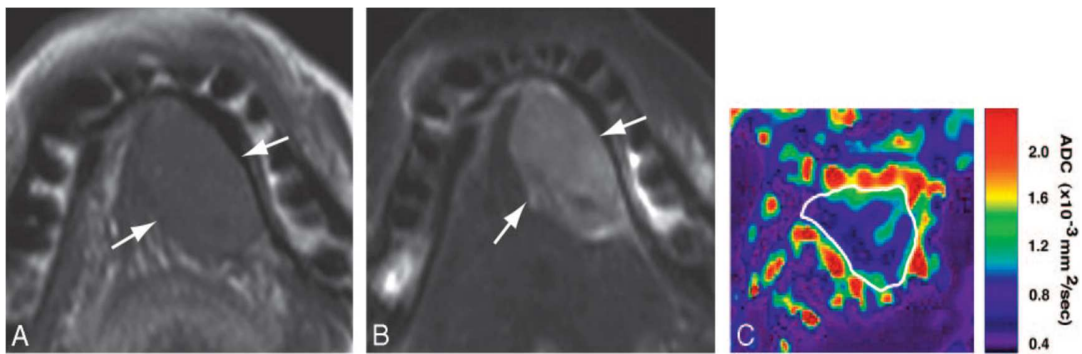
IRM d'un carcinome muco-épidermoïde de la glande sublinguale (homme de 68 ans).
